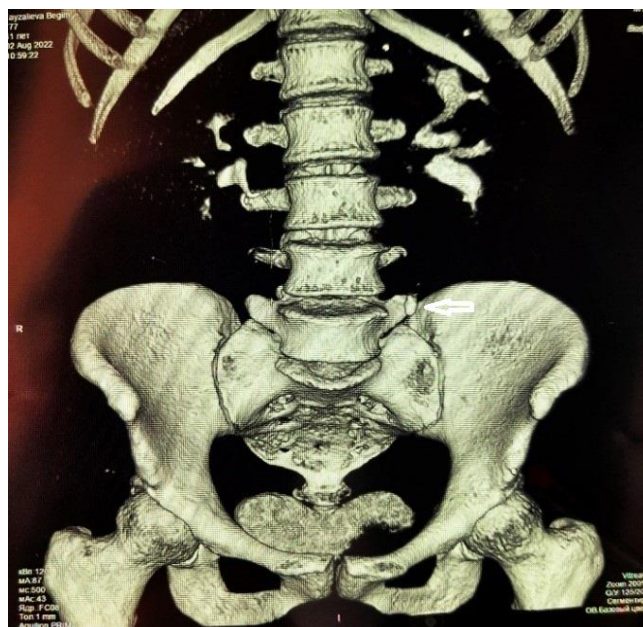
СКТ. Уретеролитиаз слева. Камень нижней трети мочеточника.
